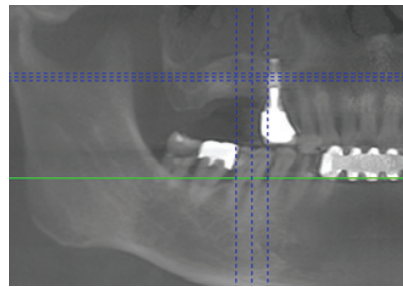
使用cone-beam CT照射之後得到的pano image，右側sinus有嚴重發炎感染現象。
